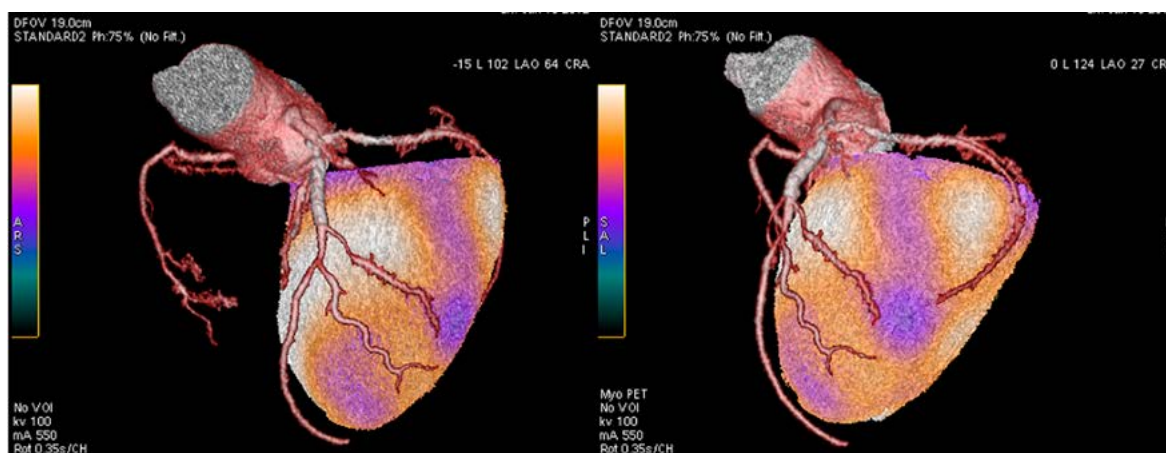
Гибридная ОЭКТ/КТ миокарда с сопоставлением данных КТА и перфузионной ОЭКТ миокарда позволяет достоверно определять симптом-связанную артерию. Диагностическая ценность такого исследования в рутинном обследовании пациентов с ИБС аналогична ПЭТ/КТ при более низкой стоимости [76].
